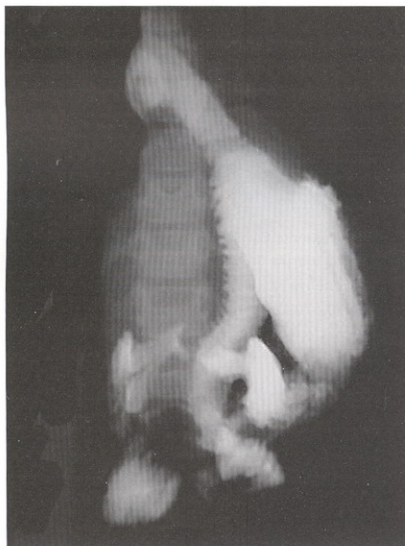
radiografía obtenida luego de la ingesta oral, por la inyección de contraste baritado por gastrostomía.
